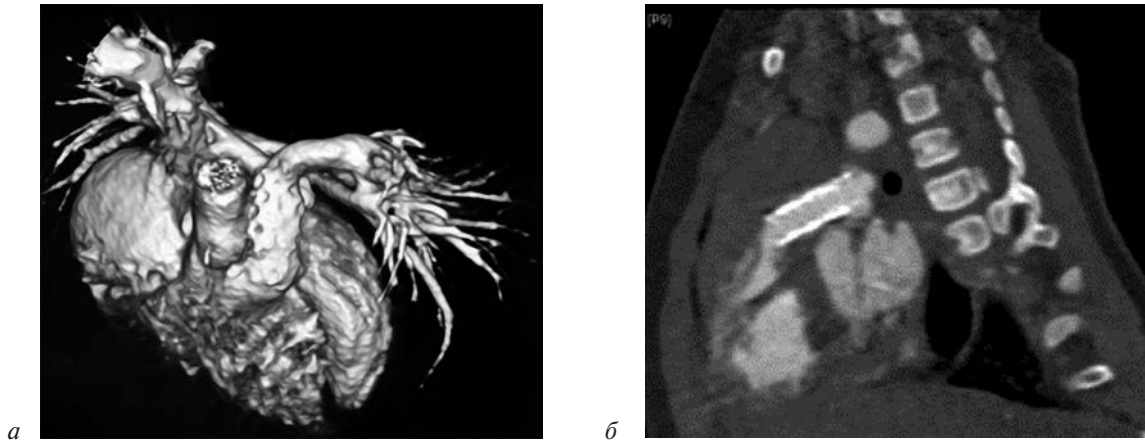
Компьютерно-томографическая ангиография: состояние после стентирования ВТПЖ:
